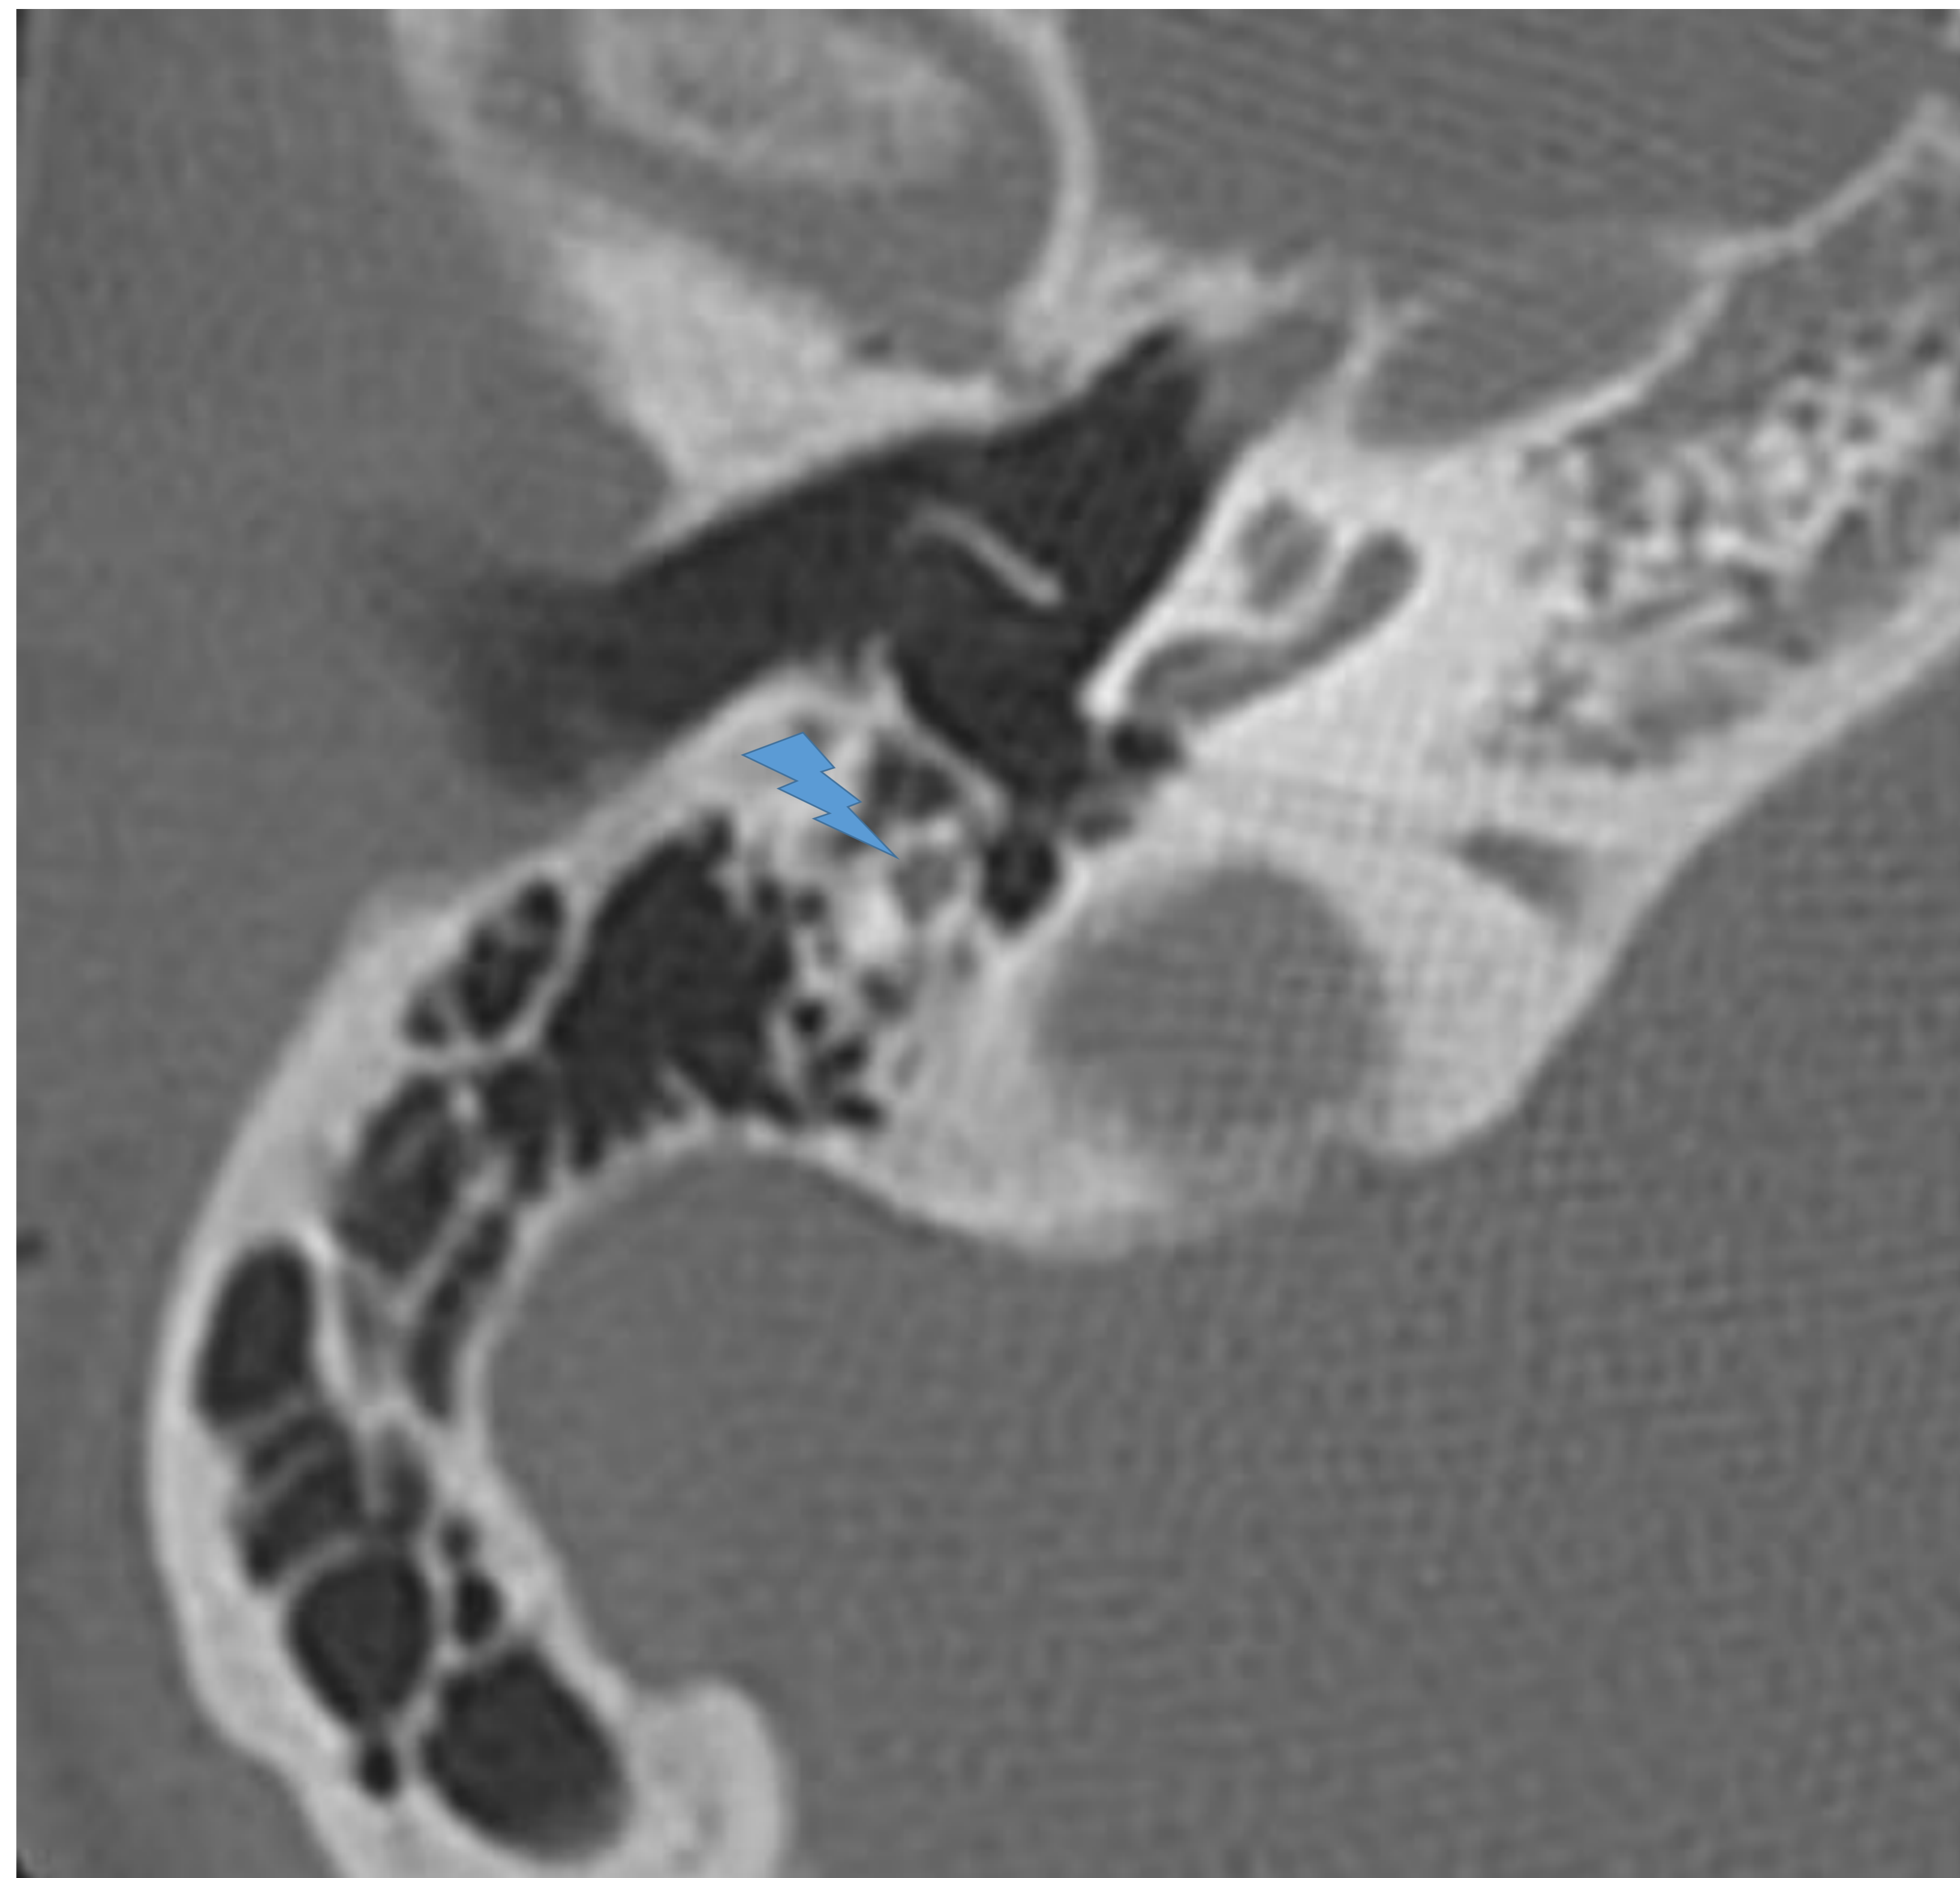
Corte axial TC. Segmento mastoideo.
